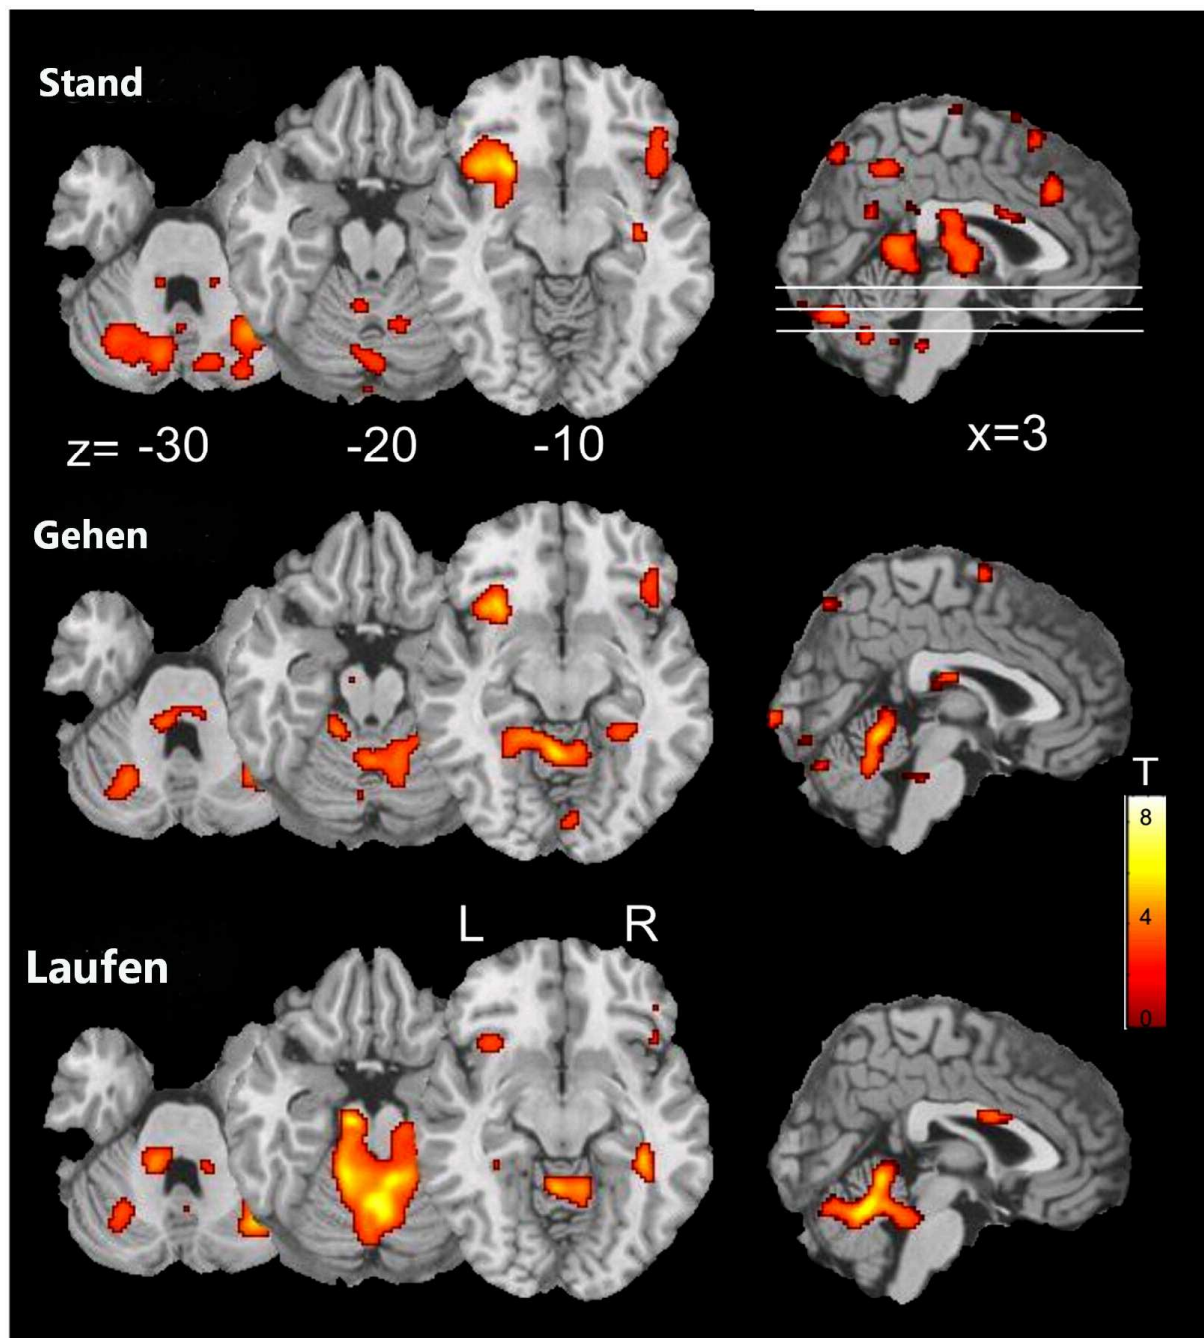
Aktivitätsmuster durch BOLD-Unterschiede in der funktionellen Kernspintomographie bei den Anweisungen: Stand, Gehen und Laufen mit jeweils drei ($x=3$) axialen Schnittbildern und einem sagittalen Schnittbild pro Anweisung. $z = -30, -20, -10$ steht für die Koordinaten gemäß der Vorlage des Montreal Neurological Institutes (MNI) (moduliert nach: Jahn, K. et al., 2008b, mit Erlaubnis der Autoren).
